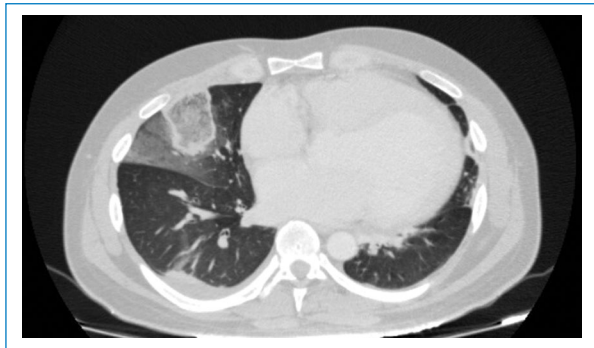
Corte axial de TC de tórax que muestra el “signo del halo invertido” en un paciente con infección por SARS-CoV-2.
